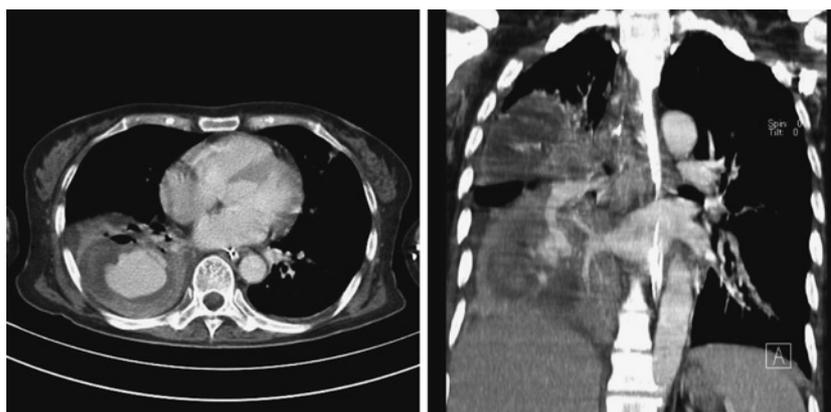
Contrast-enhanced chest CT images
